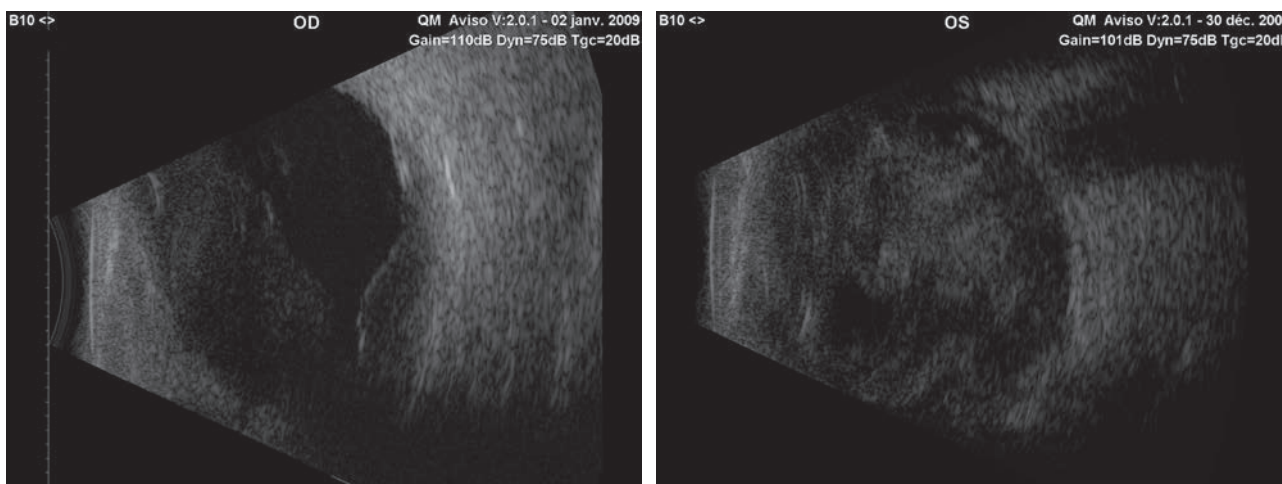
Échographie en mode B d'un patient présentant une endophtalmie endogène bilatérale à streptocoque β -hémolytique de groupe G. a. Il existe une hyalite importante avec décollement postérieur du vitré et un décollement choroïdien. b. La hyalite est particulièrement dense.
